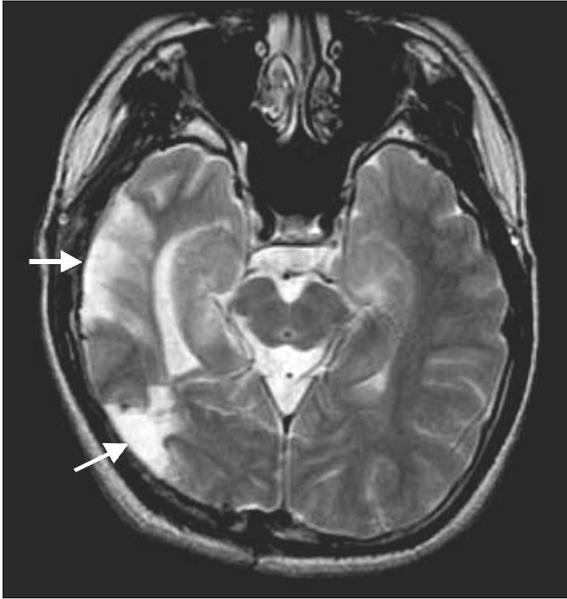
Multilobar resection. Twenty—six year—old man has suffered from complex partial seizures and nocturnal generalized tonic clonic seizures since his age 14. His seizures arose from right temporal and occipital lobes independently. The patient has been seizure free after those two regions were resected (arrows). The MRI images were obtained from Samsung Medical Center.
